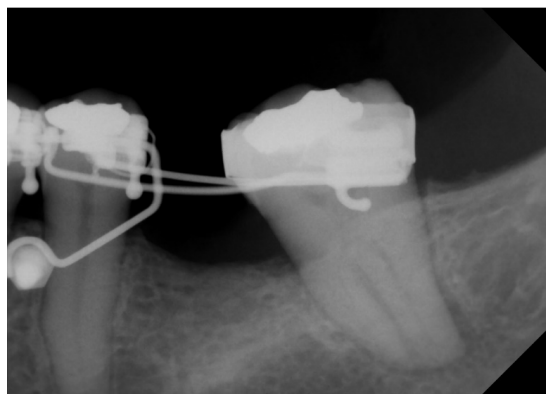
Raio x periapical de controle após 3 meses de tratamento.
